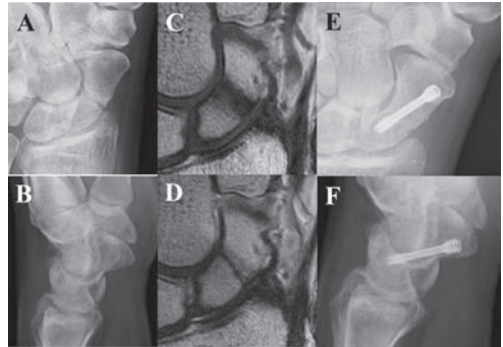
II群の症例提示. A, Bは術前X線像. C, Dは術前MRI像でT1強調で等輝度・T2強調で等輝度. E, Fは術後X線像で骨癒合は良好である.
